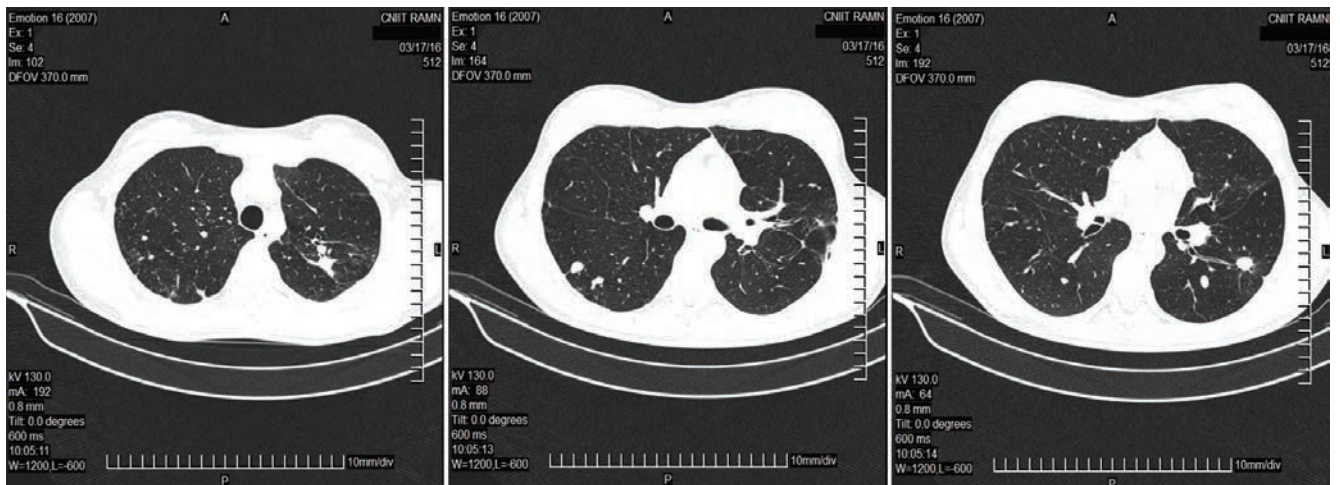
КТ ОГК при выписке (6 мес. от установки и через 1 мес. после удаления эндобронхиального клапана)
